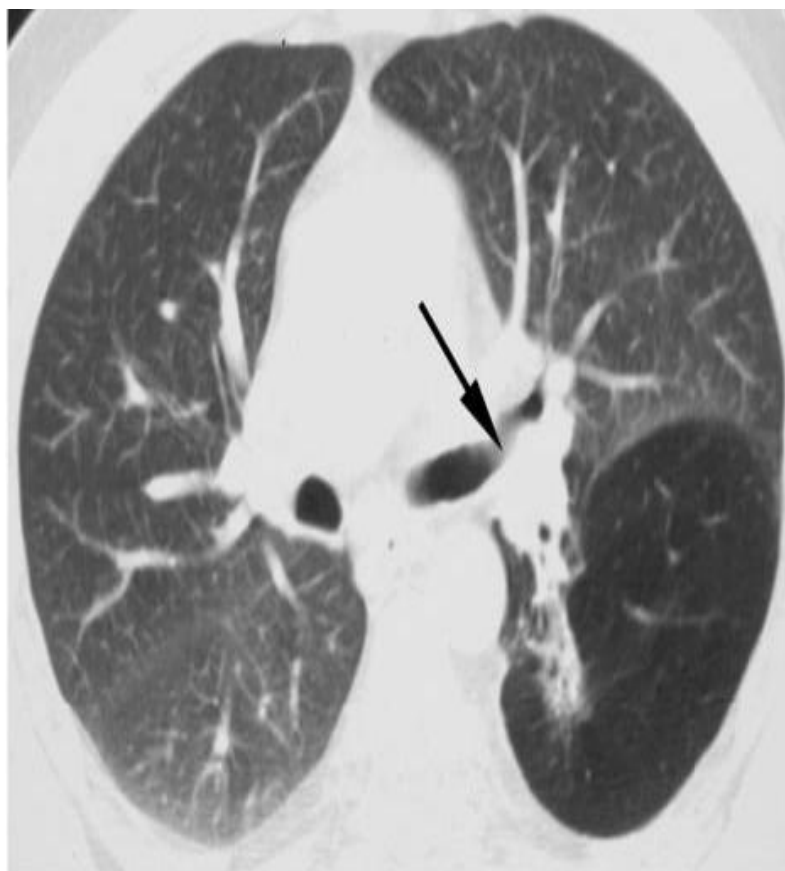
TC mostra un'iperinsufflazione ed una piccola area di consolidamento parenchimale in tutto il bronco segmentario apicale del bronco lobare sinistro, secondaria ad un nodulo (freccia) subostruente il bronco lobare inferiore.
